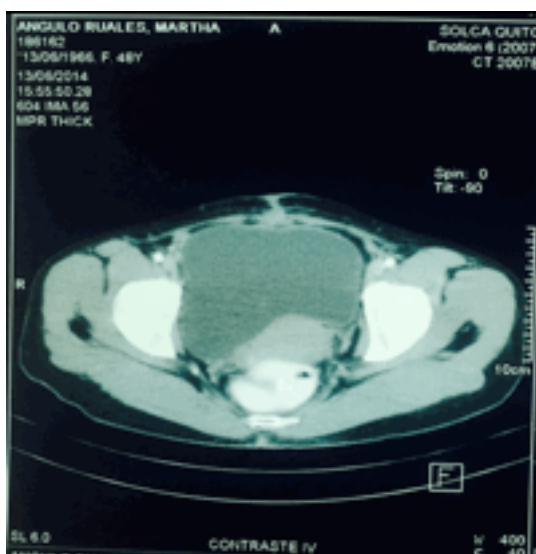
5 Y 6 TAC ABDOMINO /PELVICA
